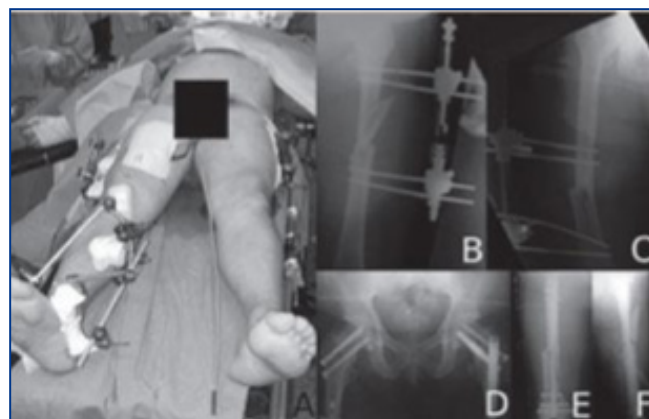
A) Paciente politraumatizado con tratamiento de ortopedia de control de daños. B,C) Radiografías con fracturas de fémur bilaterales estabilizadas con fijación externa. D,E,F) Tratamiento definitivo con enclavado intramedular anterógrado y retrógrado más atornillado de fractura transcervical bilateral.
